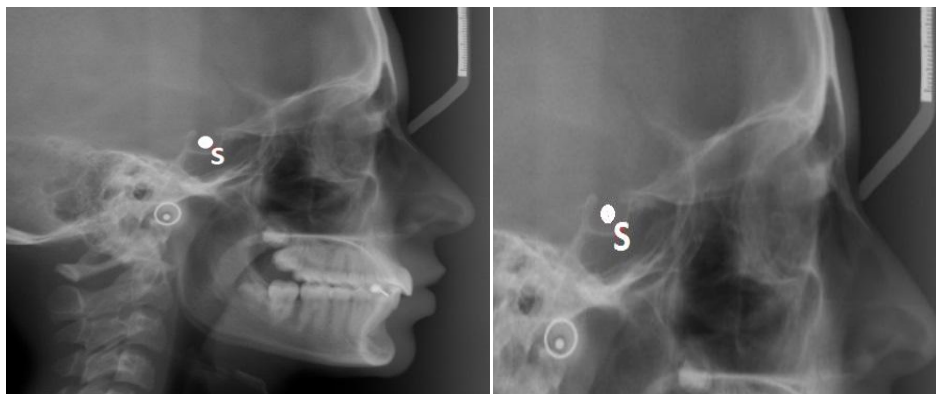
Sella - aspect radiografic
